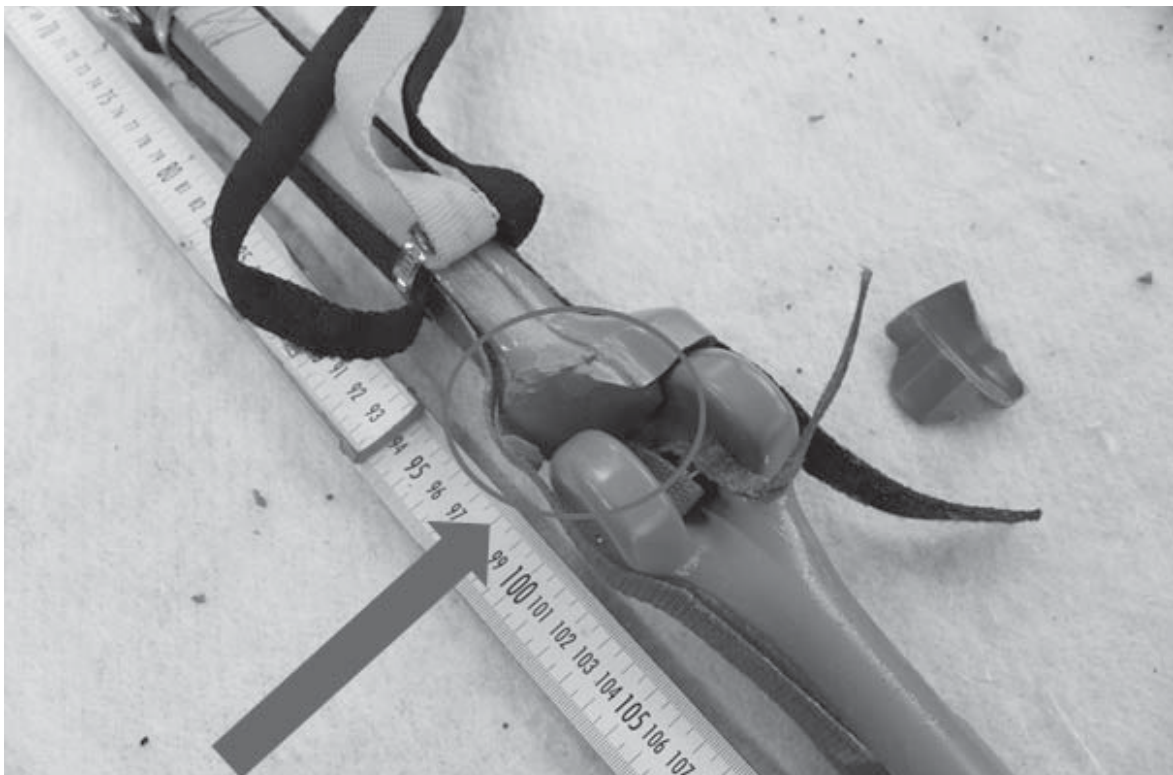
Ansicht von hinten auf die „Knie-Verletzung“ am Biofidel-Dummy, der im DEKRA-Crashtest von einem SUV mit 99 km/h angefahren wurde (roter Kreis markiert die mediale Tibiakondylenfraktur, roter Pfeil zeigt in Anstoßrichtung)
